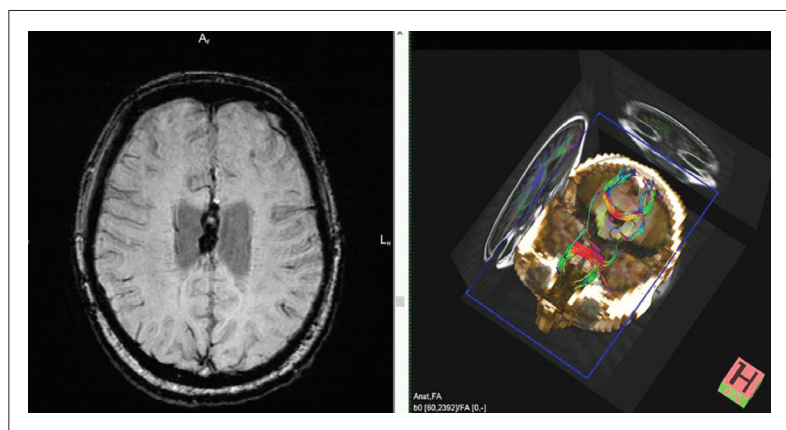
ДАП. Справа – изображения в режиме T2-ВИ. Аинтенсивный сигнал в проекции ствола мозолистого тела (отложения гемосидерина). Слева – ДТ МРТ. Разрыв комиссуральных трактов в области ствола мозолистого тела.
